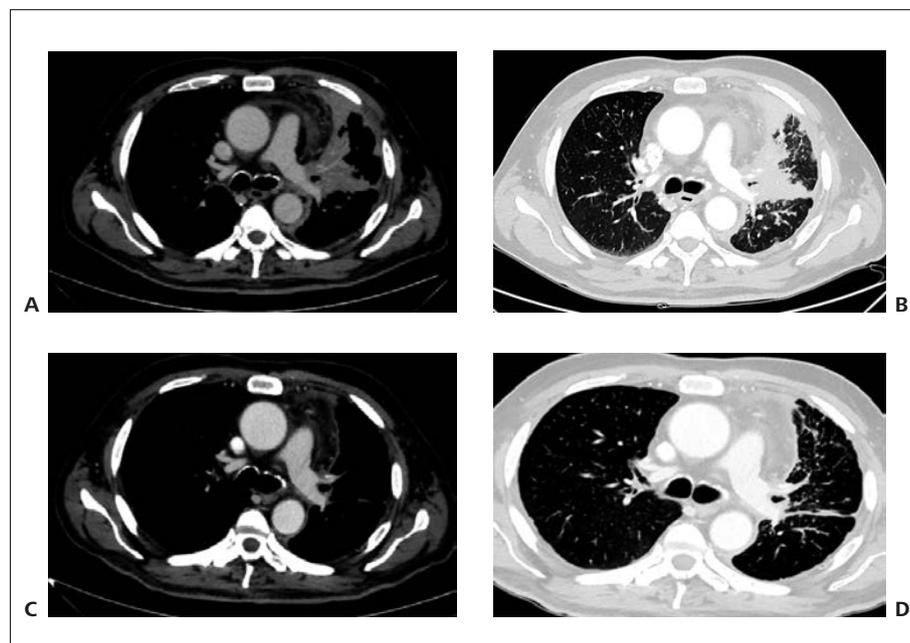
A-B. TAC basale. La lesione principale in sede ilare sinistra ingloba il bronco tributario per il lobo superiore; ipoespansione dei segmenti polmonari anteriori con diffuso impegno interstiziale omolaterale e minuti noduli contestuali. C-D. TAC di rivalutazione dopo tre mesi di terapia. Riduzione dimensionale della colata di tessuto eteroplasico con epicentro all'ilo sinistro, disposta lungo il profilo mediastinico medio e inferiore.
